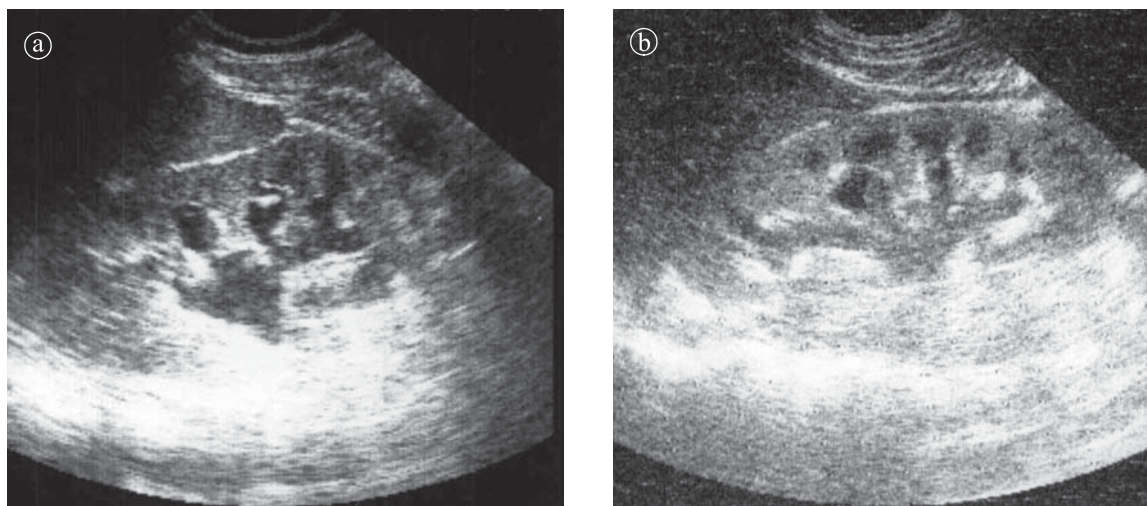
Sindrom de jonctiune pieloureterală. Obstrucție cronică. Hidronefroză gradul I a) b ) Ecografie, secțiuni longitudinale.
